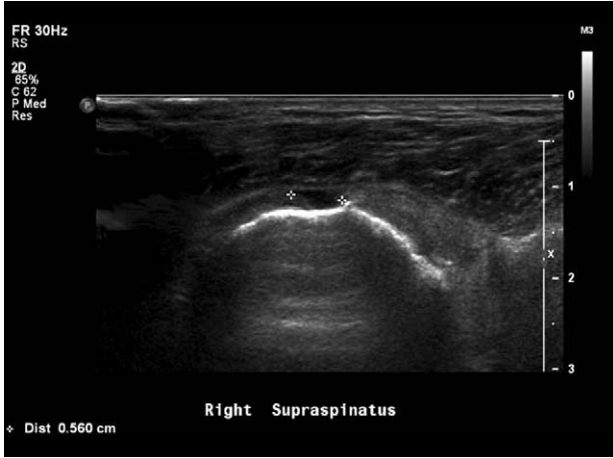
Ultrasonographic examination shows 0.6×0.8 cm sized full-thickness tear of supraspinatus tendon.
